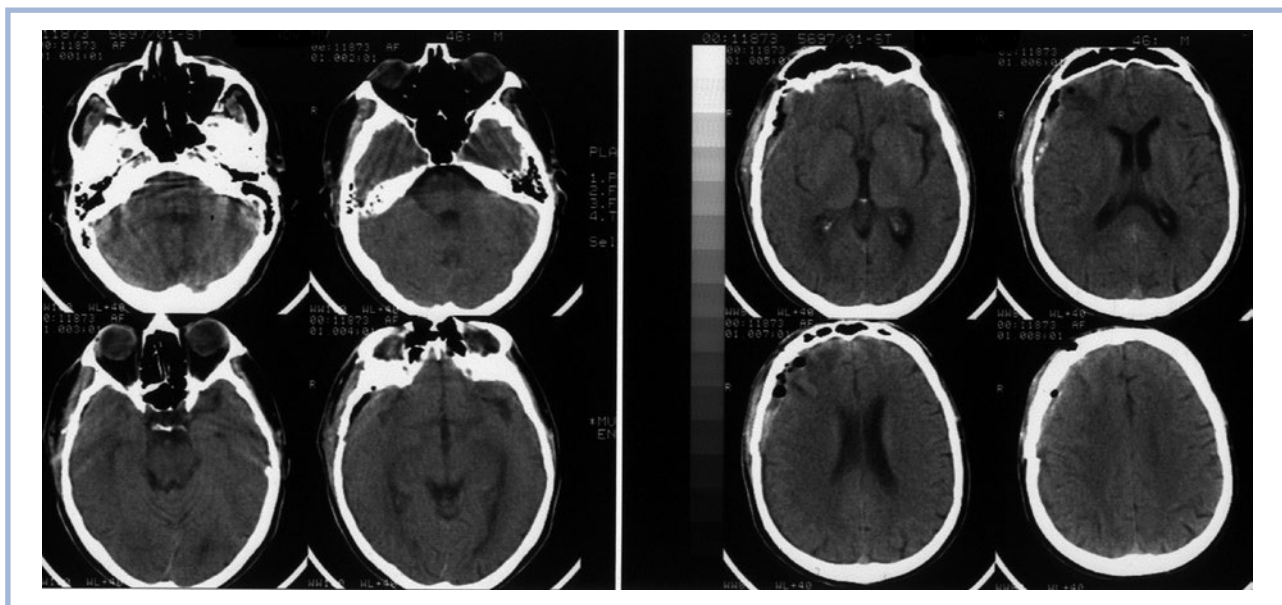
Больной П. Послеоперационная КТ.
